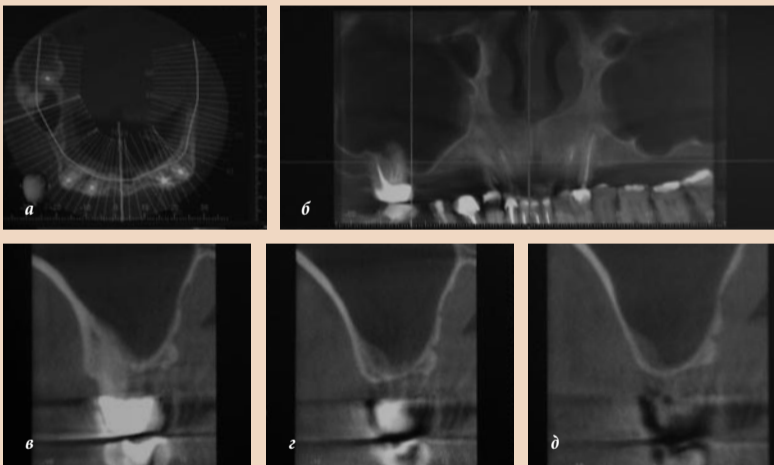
а–д. Анализ компьютерных томограмм области хирургического вмешательства: а) коронарная проекция демонстрирует недостаточную ширину альвеолярного гребня верхней челюсти, б) на панорамном изображении заметно уменьшение высоты кости в правом квадранте, в–д) сагиттальные проекции области моляров показывают ОВК всего 1 мм.
